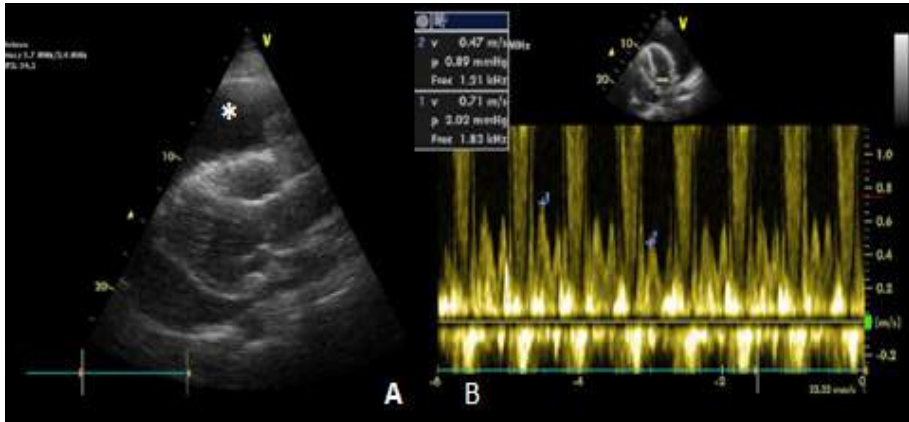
Ecocardiograma transtorácico. Proyección paraesternal eje largo en la que se observa el derrame pericárdico severo (figura 1A; asterisco). Doppler pulsado a nivel de la válvula mitral que muestra variación del flujo transmitral superior al 25% con el ciclo respiratorio, signo de compromiso hemodinámico (figura 1B).
